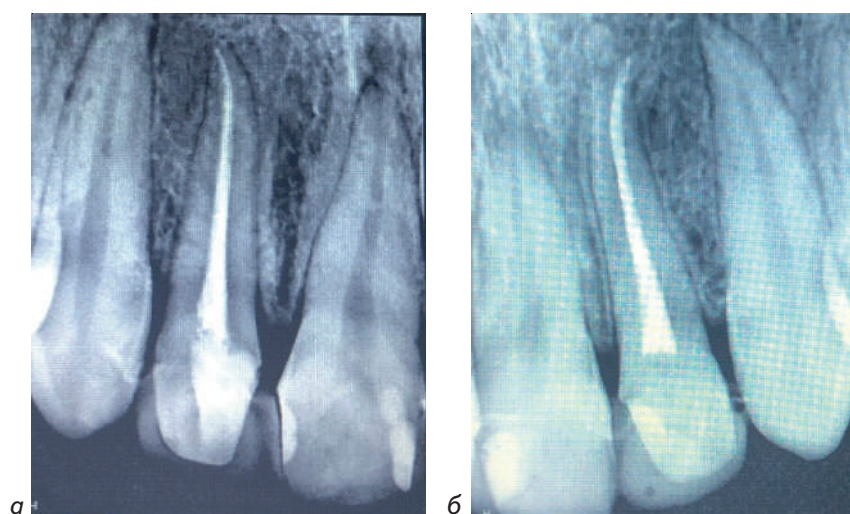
Внутриротные контактные рентгенограммы 12, 22
